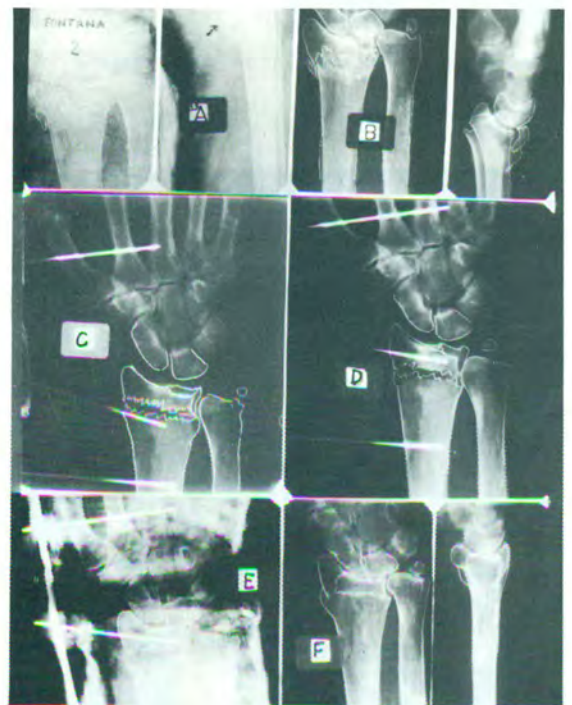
Paciente que sufre una fractura de Colles con trazo articular, que es reducida e inmovilizada con típica maniobra de Cotton-Loder. Consulta a los diez días por intenso dolor y parestesia en dedos de la mano. La radiografía demuestra franco desplazamiento del fragmento palmar (radiografía de perfil) con telescopado del fragmento estiloides. Se retira el yeso; tracción para desimpactar, se colocan tres clavijas de acuerdo con la técnica descripta. Excelente resultado.
